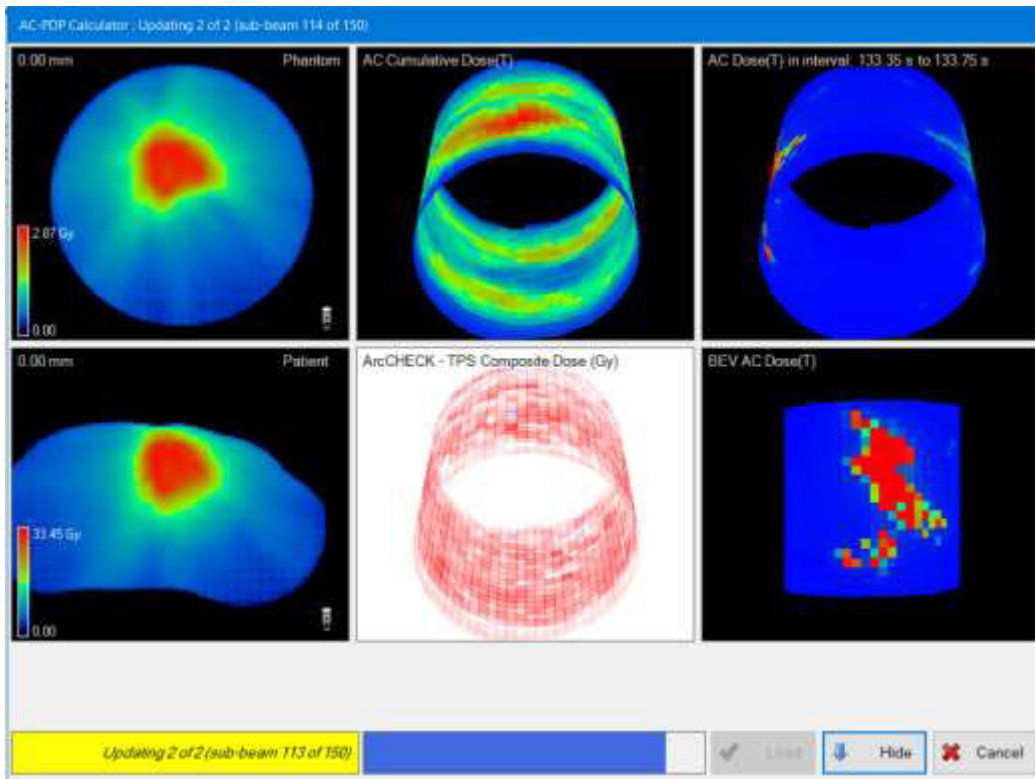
Giao diện trên TPS khi chuyển kế hoạch VMAT vào ảnh CT ArcCHECK.
